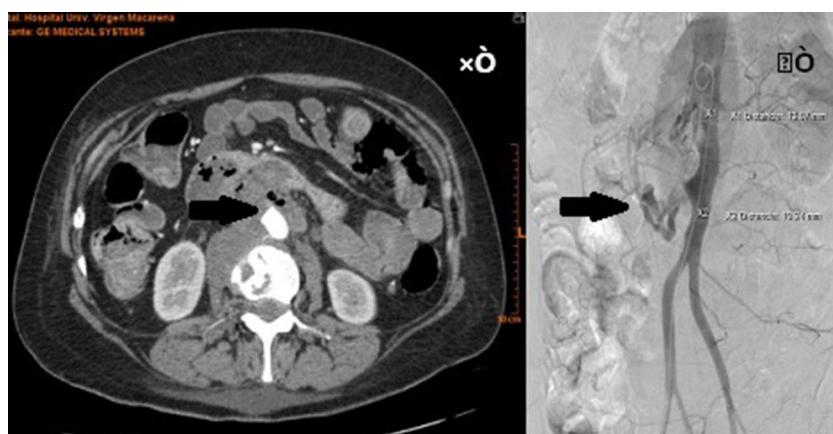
Estudio radiológico preoperatorio. A) Angio-TC donde se observa irregularidad de la luz aórtica, en íntimo contacto con el duodeno pero sin extravasación clara de contraste (flecha). B) Aortografía que confirma la existencia de la fístula en aorta infrarrenal (flecha).
